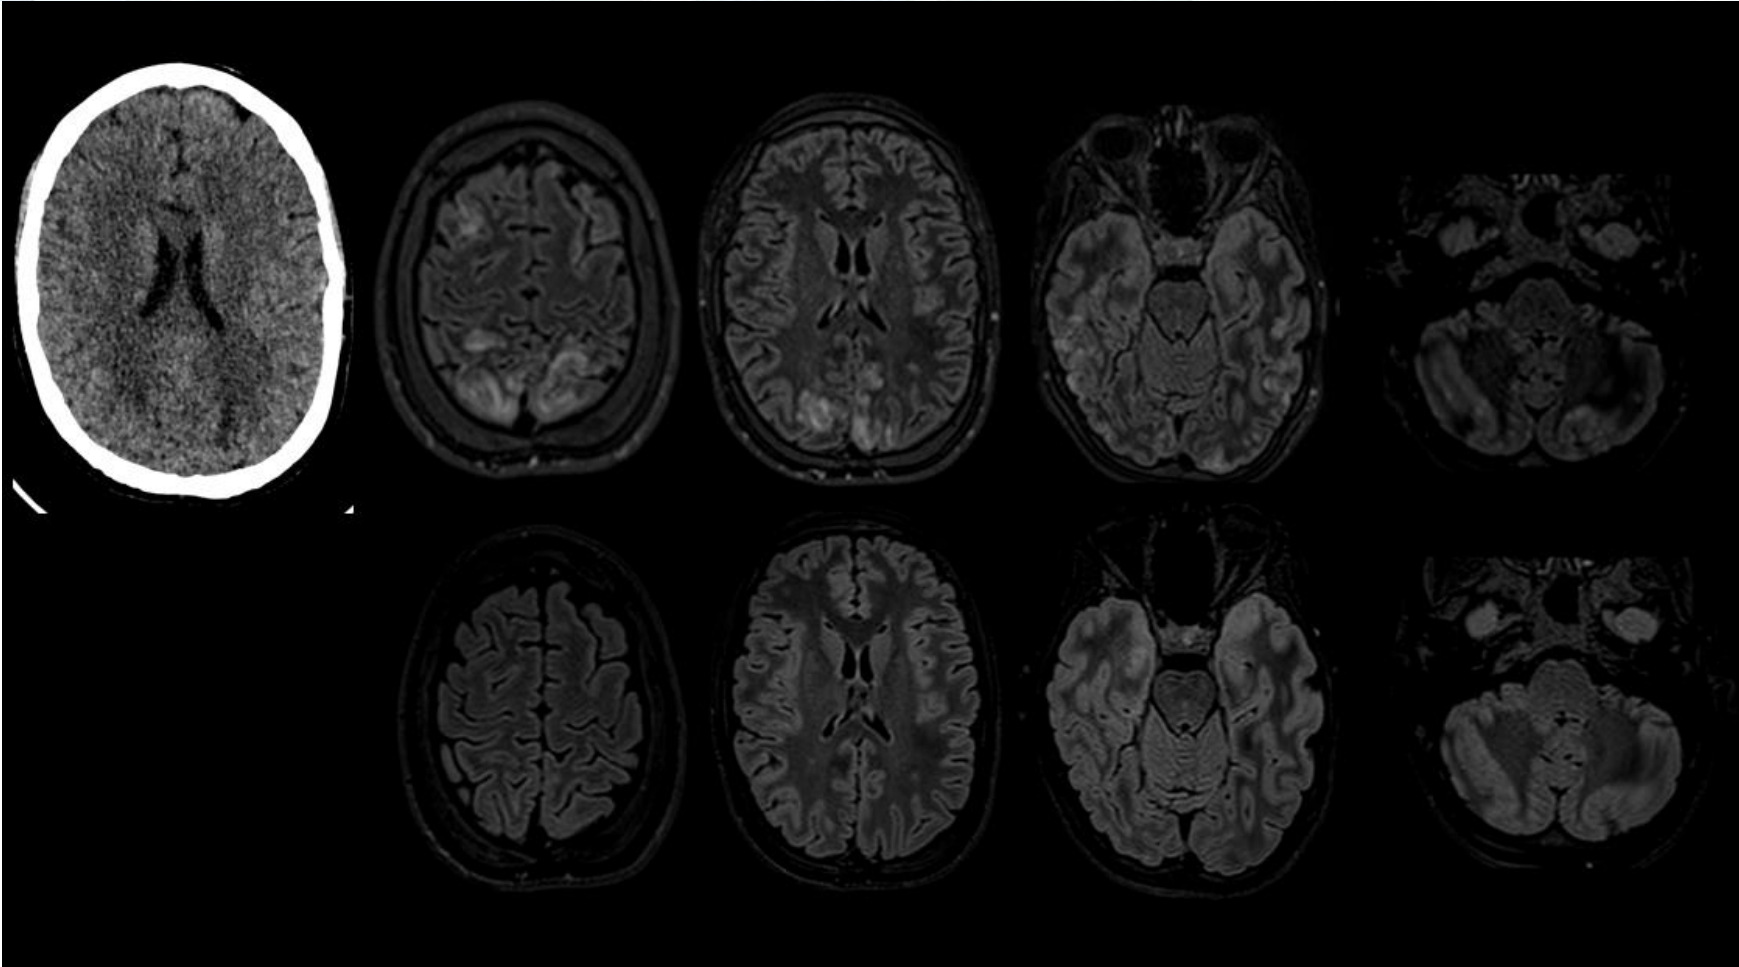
Paciente de 25 años con drepanocitosis. HTA, cefalea, vértigos y temblores. Signos de PRES en TC y RM (arriba) con resolución de los mismos al mes (abajo).
